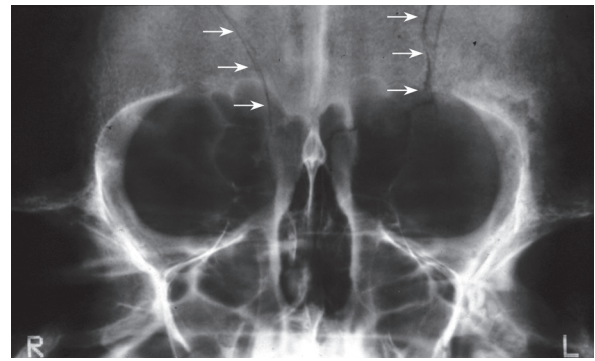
Frontalansicht von Individuum 23 im Röntgenbild. Von der zentralen Impression haben sich Frakturlinien bis zu beiden Augenhöhlen fortgeleitet (Pfeile).
